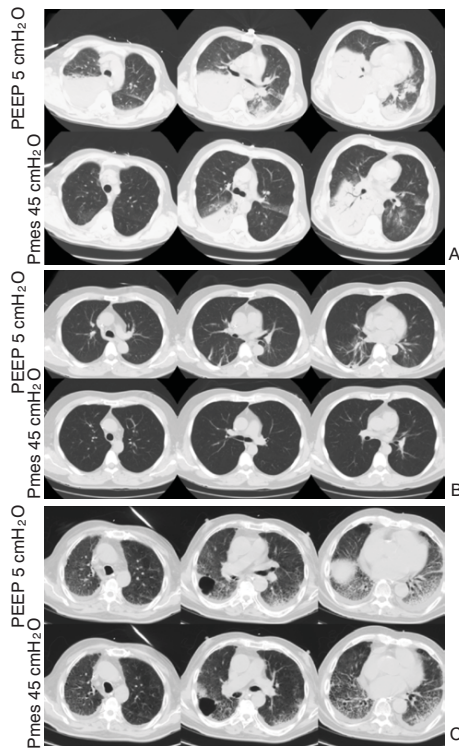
Bajo potencial de reclutamiento alveolar. Los cortes se presentan igual que en la figura previa. Se presentan tres pacientes que clásicamente no se benefician de niveles elevados de PEEP. A. Paciente con neumonía neumocócica condensante de lóbulo inferior derecho. A capacidad pulmonar total se aprecia aumento de volumen del pulmón sano, pero persiste la condensación del lóbulo inferior derecho. B. Paciente con trauma cerebral que ingresó intubado a la unidad, y se realizó precozmente TC de cerebro y pulmón. Se observa el escaso componente atelectásico (atelectasias lineales) en las zonas dependientes del pulmón. Si bien las atelectasias se abren en su totalidad con el uso de altas presiones en la vía aérea, el beneficio es marginal. El paciente fue extubado precozmente, teniendo una buena evolución. C. Paciente con fibrosis pulmonar. Se observa el escaso aumento de volumen con presión inspiratoria de 45 cmH₂O, reflejo del deterioro de su distensibilidad.
